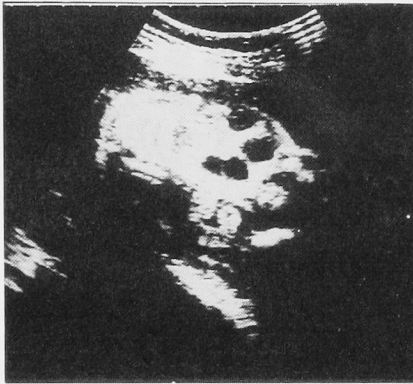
多嚢腎の妊娠25週の超音波像。腎部に一致して嚢胞性病変を認め、腎実質と思われる像は認めない。
